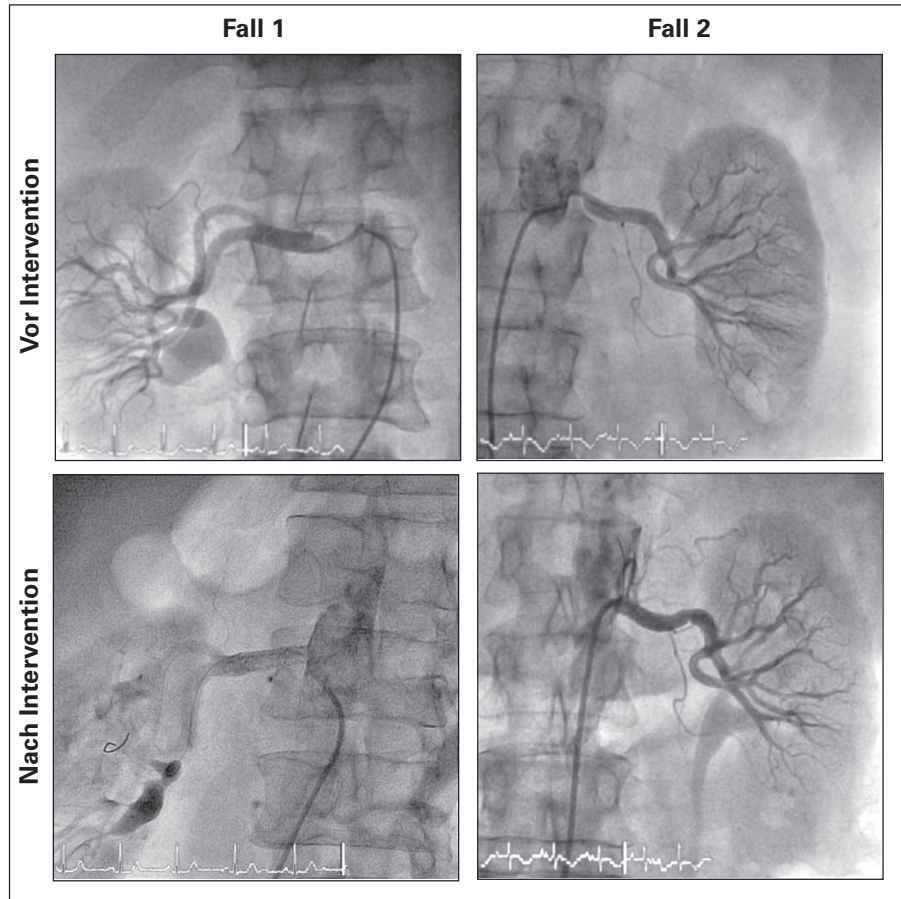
Erfolgreiche Intervention bei atherosklerotischer NAST. Patient 1: 82 Jahre, männlich, stationäre Aufnahme wegen hypertensiver Krise mit Lungenödem. Die MRI-Untersuchung ergab das Vorliegen einer NAST rechts. Die subtotale Stenose wurde nach Vordilatation mit einem 4,0-mm-Ballon mit einem 5/17-mm-Radix-Stent versorgt. Patient 2: 71 Jahre, weiblich, Aufnahme zur Abklärung einer lange bestehenden Hypertonie. Abnahme der GFR im vergangenen halben Jahr von 66 auf 34 ml/min. Die Abklärung ergab eine höchstgradige NAST links mit einem Druckgradienten von 60 mmHg. Intervention mit einem 4/12-mm-Radix-Stent.
